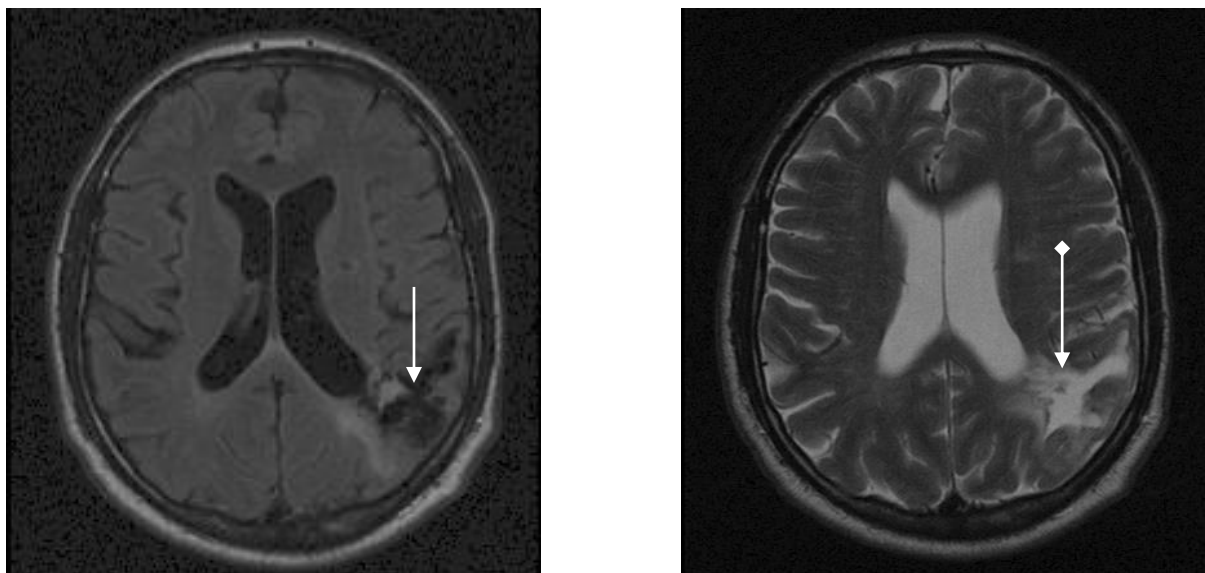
МРТ головного мозга. На T1-взвешенном изображении (T1-ВИ)(слева)виден низко-интенсивный сигнал (черного цвета) в левой гемисфере (стрелка). НаT2-взвешенном изображении (справа)– высокоинтенсивный сигнал (стрелка с ромбом). Кистозное образование после ишемического инсульта
